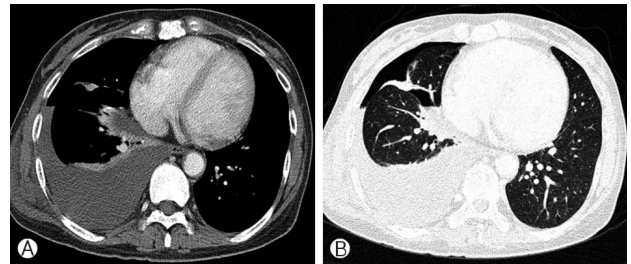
Chest CT findings. (A, B) Right hydropneumothorax and associated compressive atelectasis of right middle and lower lobes are seen. There is no definite demonstrable active lesion in visible lung parenchyma and pleura.
